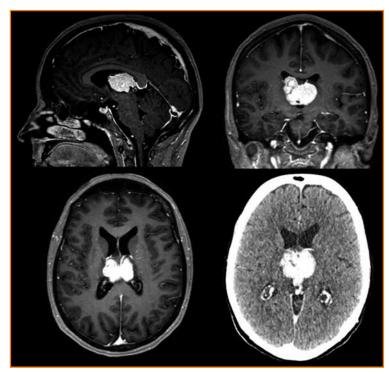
In der oberen Reihe und in der unteren Reihe links die sagittalen, koronaren und axialen T1-gewichteten und mit Kontrastmittel verstärkten MRI-Bilder. In der unteren Reihe rechts das mit Kontrastmittel verstärkte axiale präoperative CT. Für Details siehe Text.
